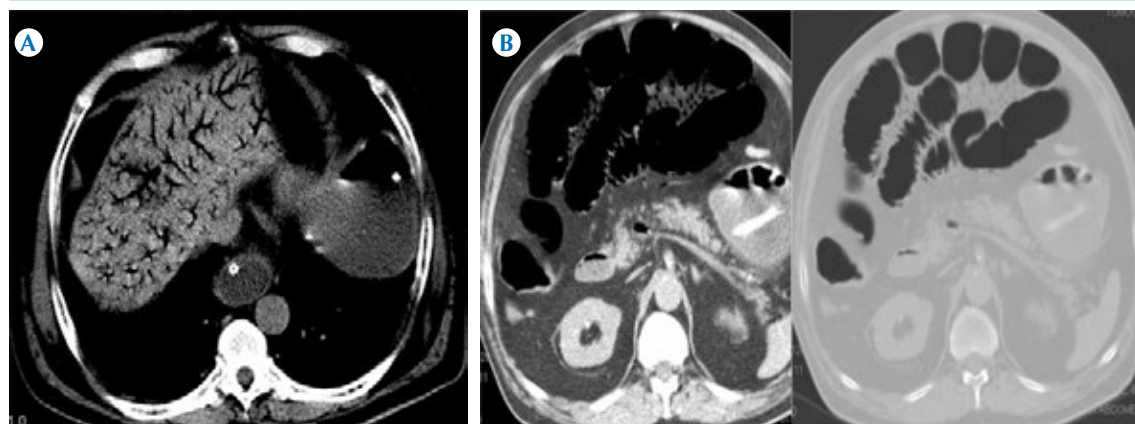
A) Caso número 20, varón de 62 años con síndrome doloroso abdominal agudo al que se le realizó tomografía, fase venosa, imagen axial: hallazgo secundario de neumatosis portal. B) Imágenes axiales con ventana para evaluar abdomen y ventana pulmonar con el hallazgo secundario de gas intraluminal en la arteria mesentérica superior, así como neumatosis intestinal y gas en vasculatura mesentérica.
